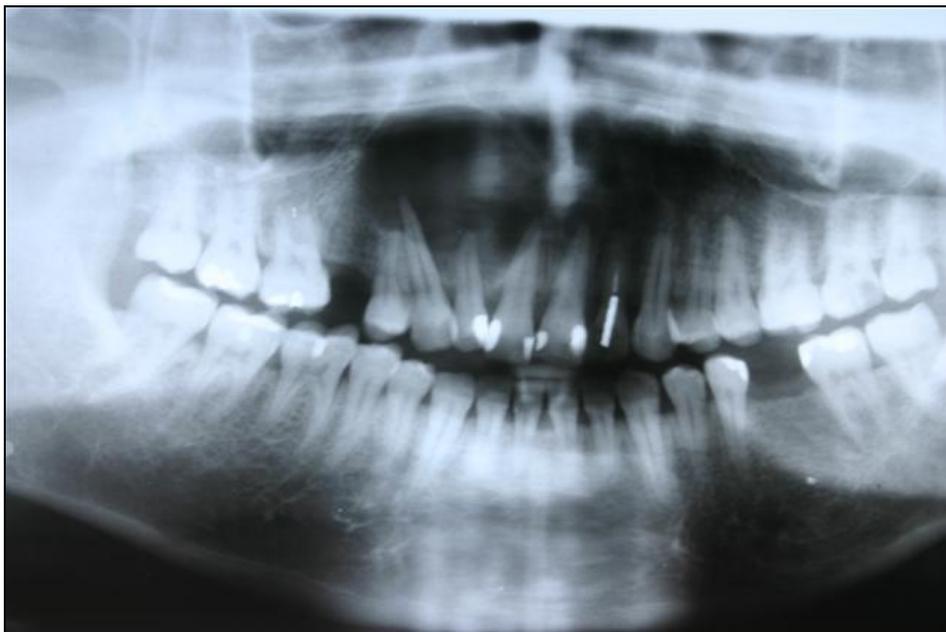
Radiografia Panorâmica inicial indicando localização e extensão da lesão.
